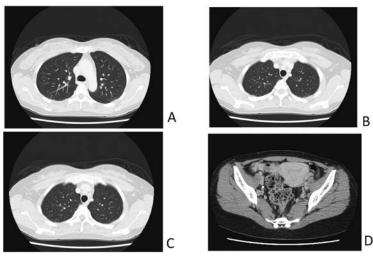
治療後のCT画像。A.B.C. 肺野の結節影は目立たなくなる程度まで縮小した。D.子宮の多血性腫瘤も消失した。
